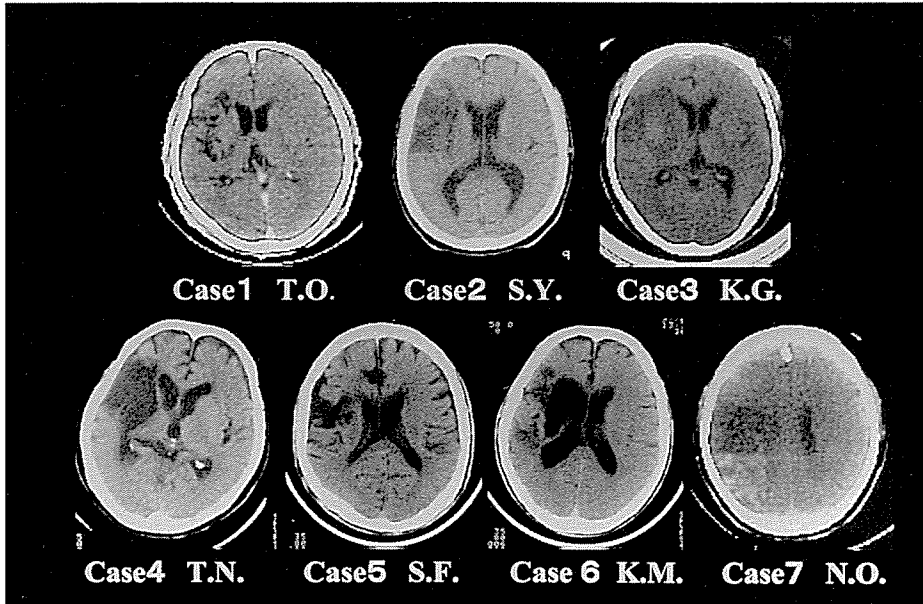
非右利き右半球性 Broca 失語 7 例の CT 所見
